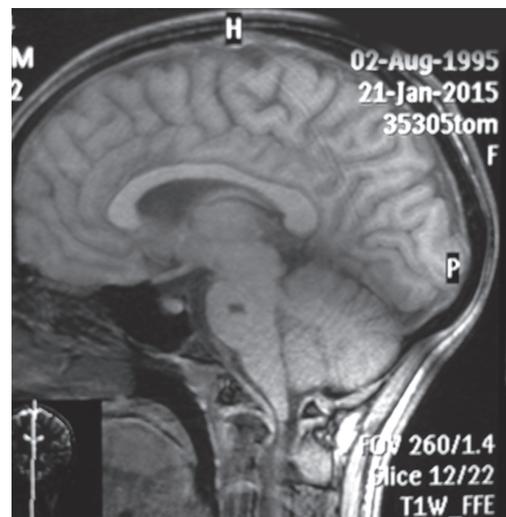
МРТ-картина единичной постишемической кисты в стволе мозга, единичного супратенториального очага глиоза, более вероятно сосудистого генеза, нерезко выраженных арахноидальных изменений ликворокистозного характера
